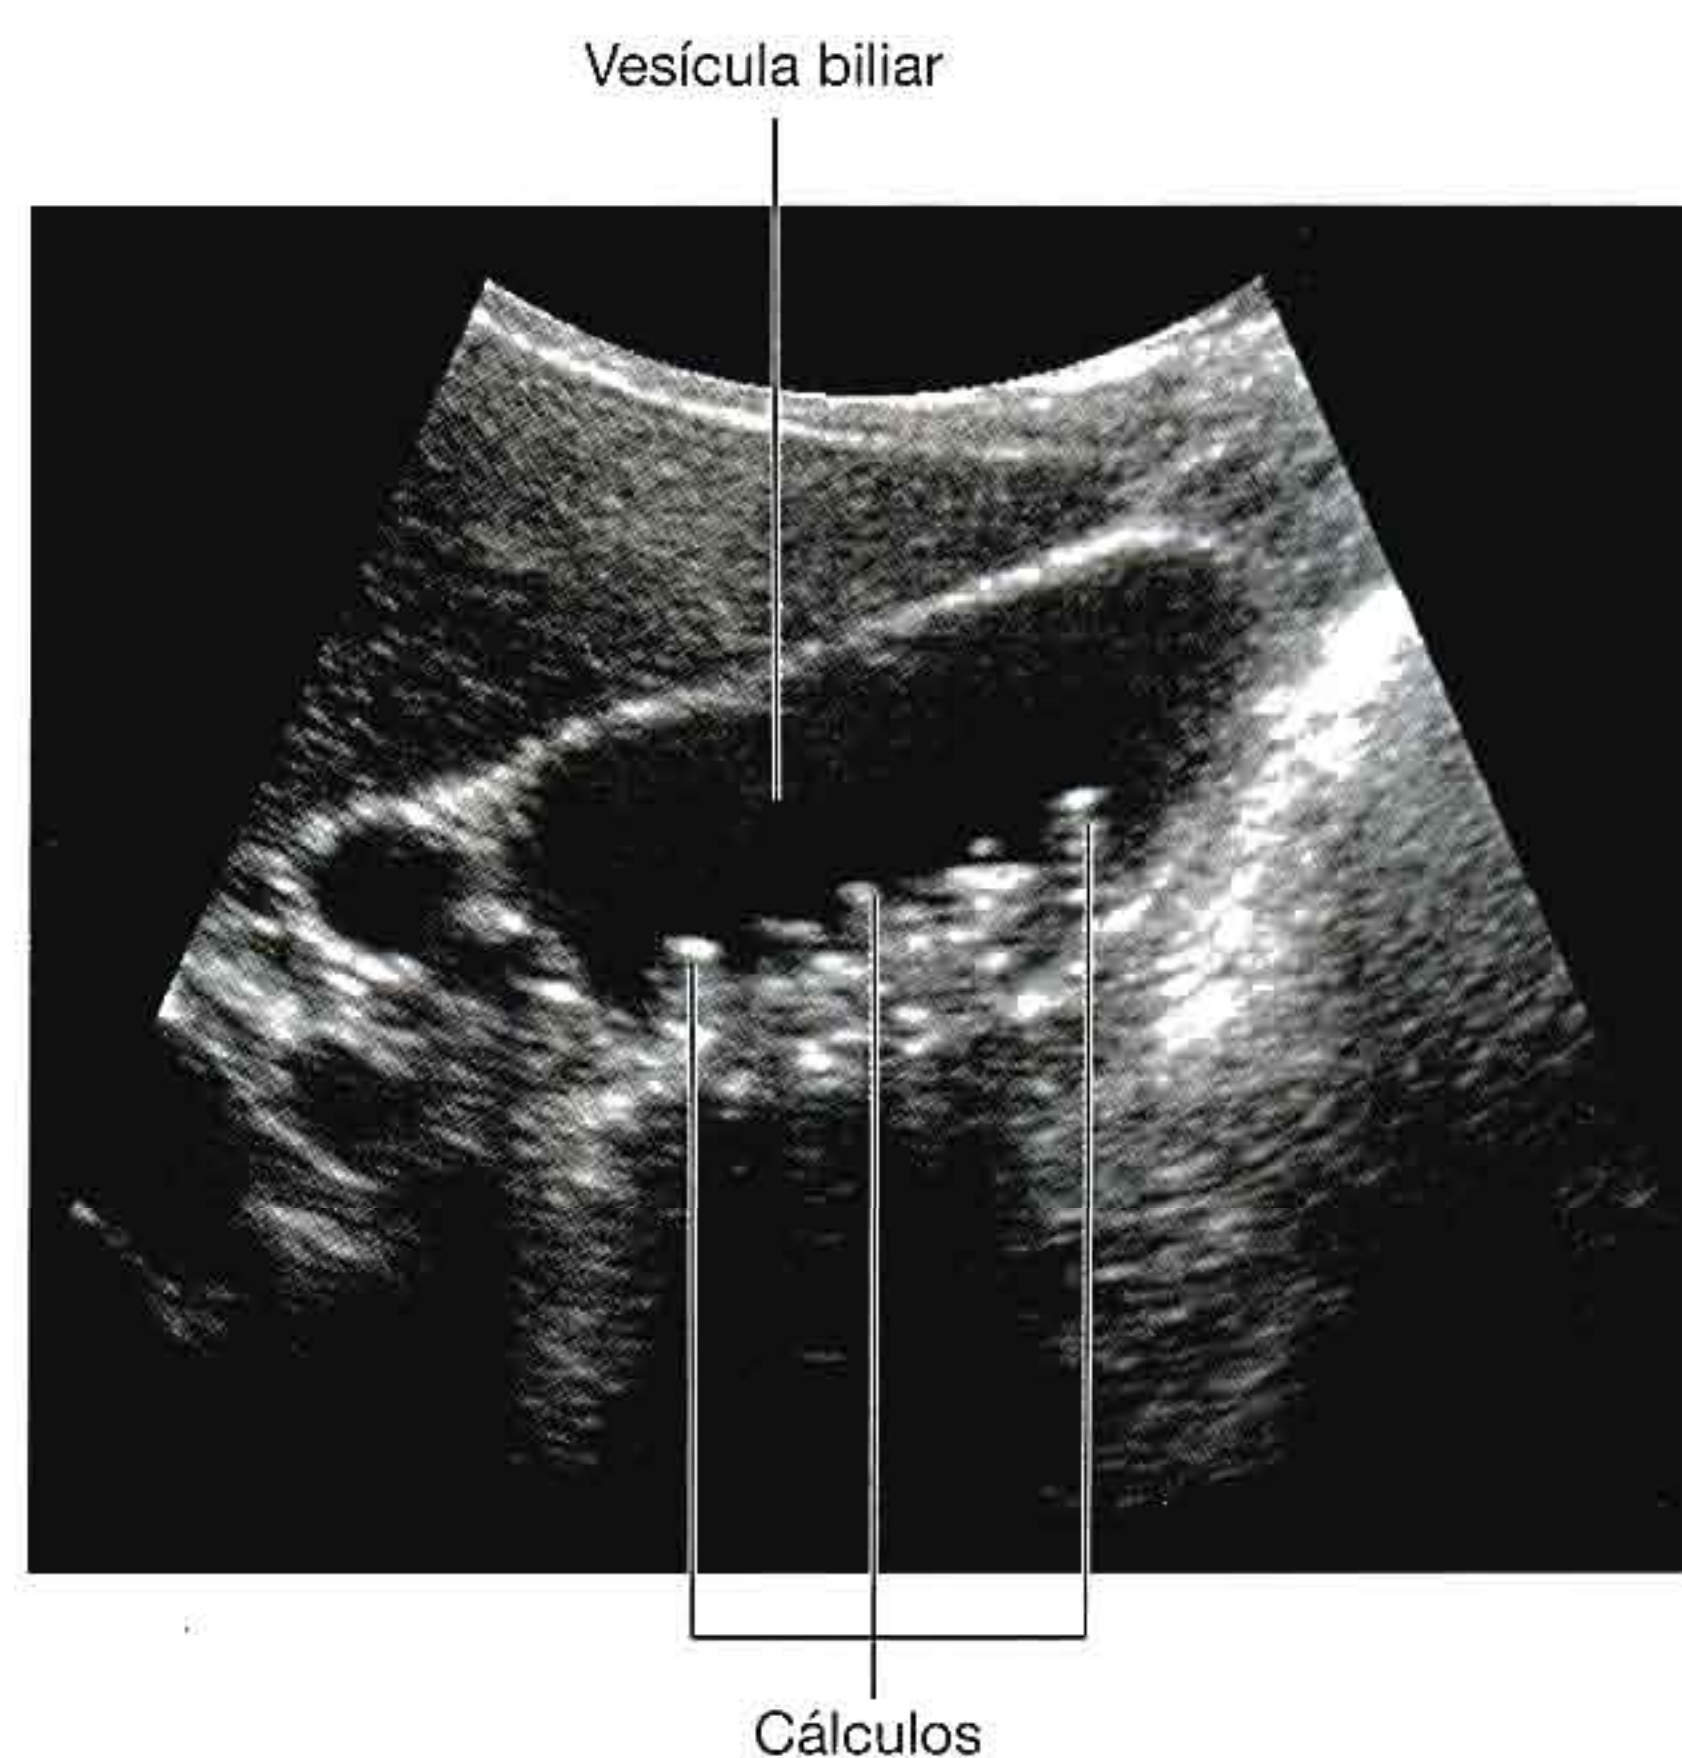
Vesícula biliar con litiasis múltiple en su interior. Ecografía.
